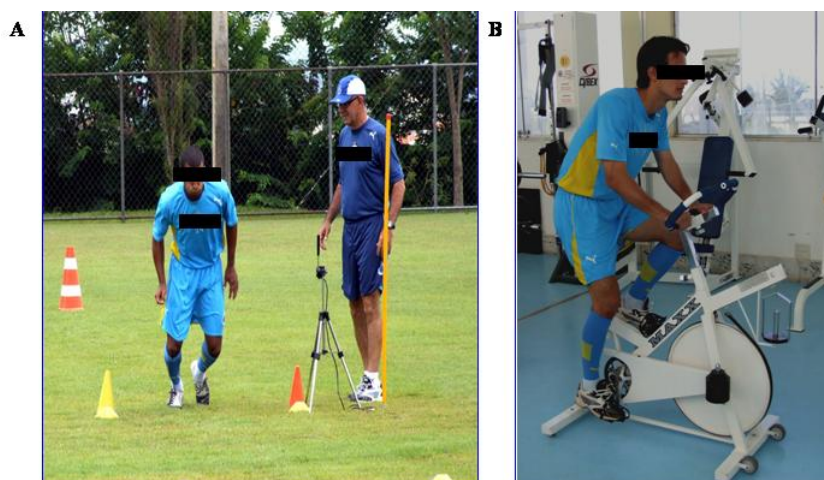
Ilustração dos materiais e ambientes em que foram realizados os testes. A: TAC-40; B: TAW.
